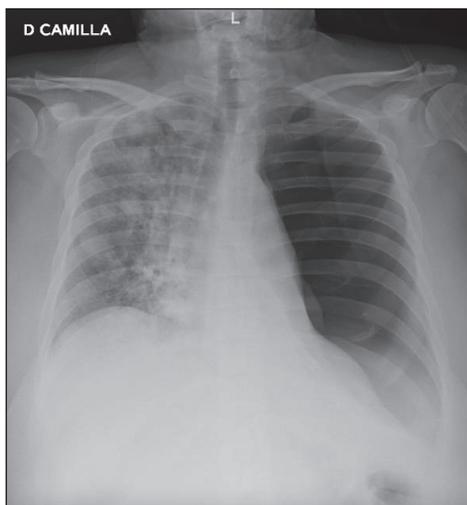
Radiografía de tórax: neumotórax a tensión en pulmón izquierdo, condicionando un desplazamiento de mediastino a hemitórax contralateral.
